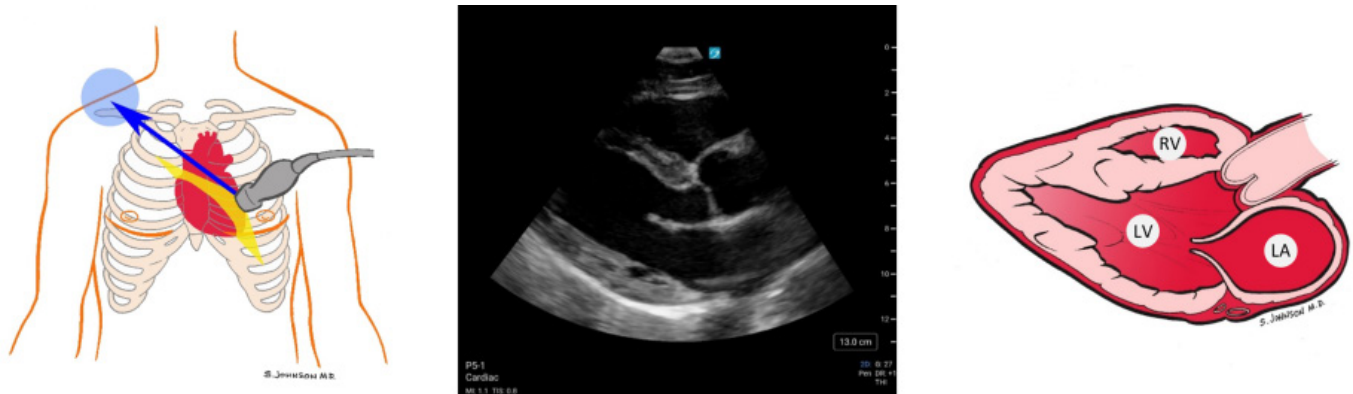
Coupe parasternale grand axe.
